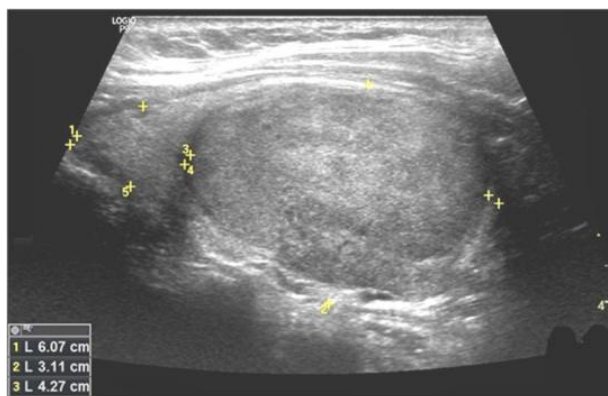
УЗИ - картина фолликулярной аденомы
